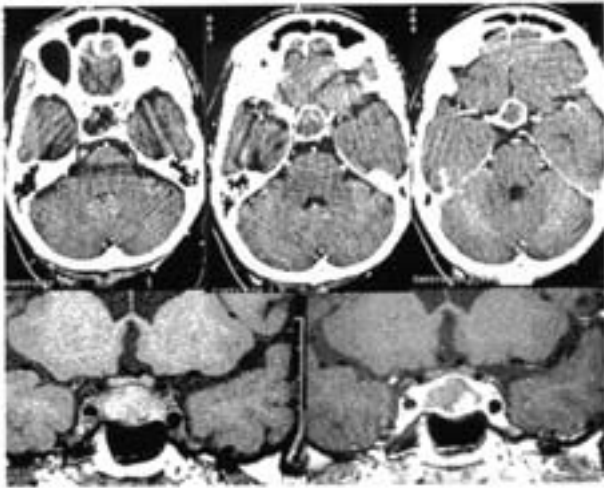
Necrosis (infarto) del adenoma. TC con contraste: imagen tumoral hipodensa intra y supraselar con captación periférica del contraste. RM: Lesión isointensa en T1, captación periférica del contraste y en un pequeño nódulo intratumoral (caso 4).
